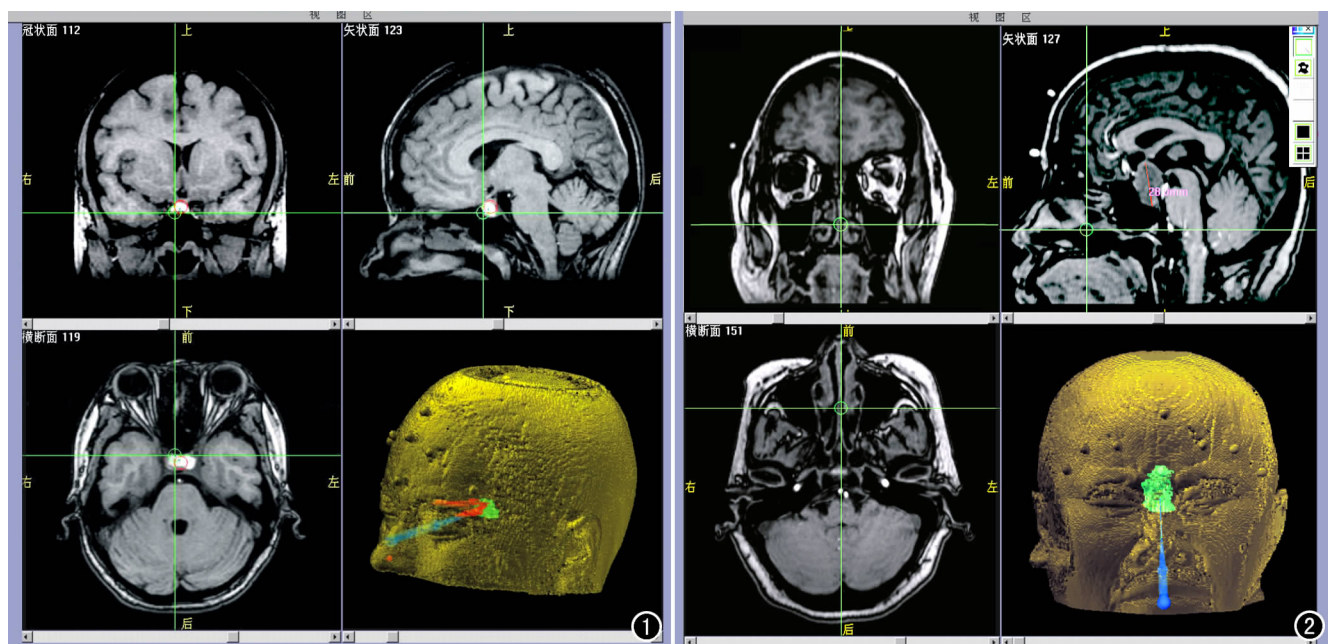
0.3T 永磁型开放式低场 MR 导航系统,显示超薄层 MRI 图像及三维立体重组图,图中用红色标记出垂体周围重要的血管结构。 图 2 1.5T 超导高场 MR 导航系统,显示超薄层 MRI 图像及三维立体重组图像,图中标记出经鼻-蝶手术入路。
